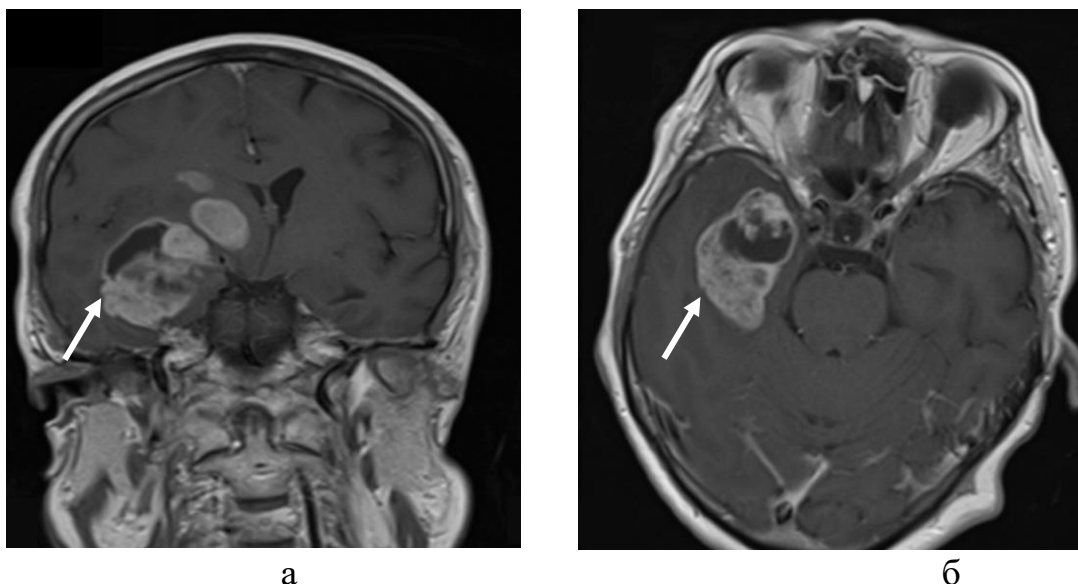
Магнитно-резонансная томография головного мозга в режим T1 с контрастным усилением в коронарной (а) и аксиальной (б) проекциях: ганглионейробластома (белая стрелка) медиальных отделов правой височной доли характеризуется многоочаговым типом поражения, солидно-кистозной структурой и выраженным накоплением контрастного вещества (И/б 24954/2021)
